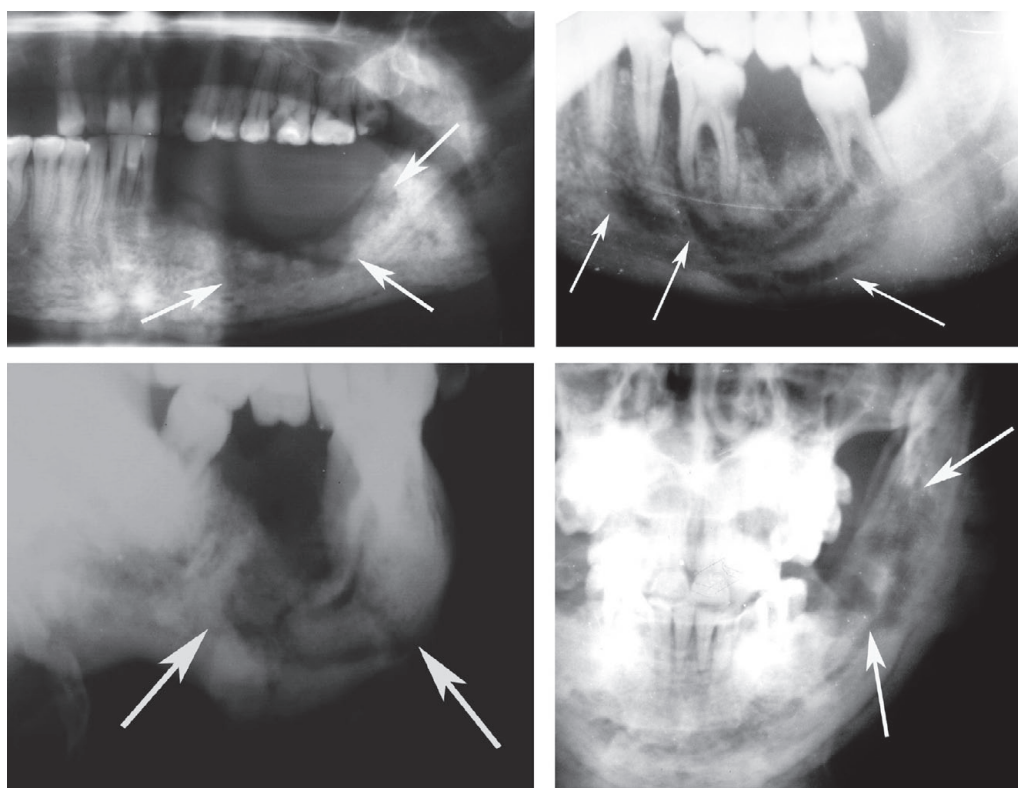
Рентгенограми нижньої щелепи хворих з дифузними формами остеомієліту
